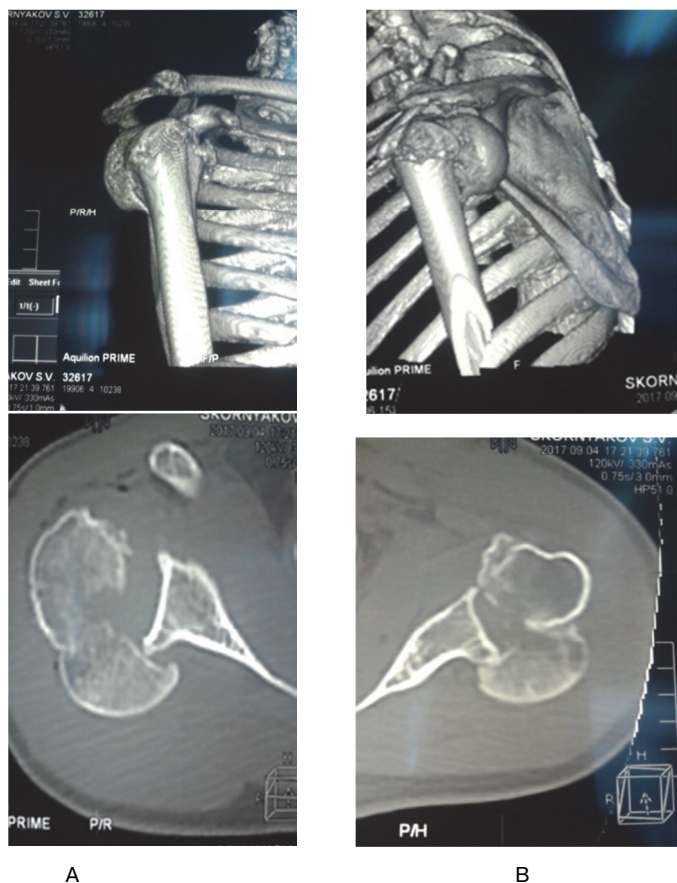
А: КТ правого плечевого сустава; В: КТ левого плечевого сустава /
